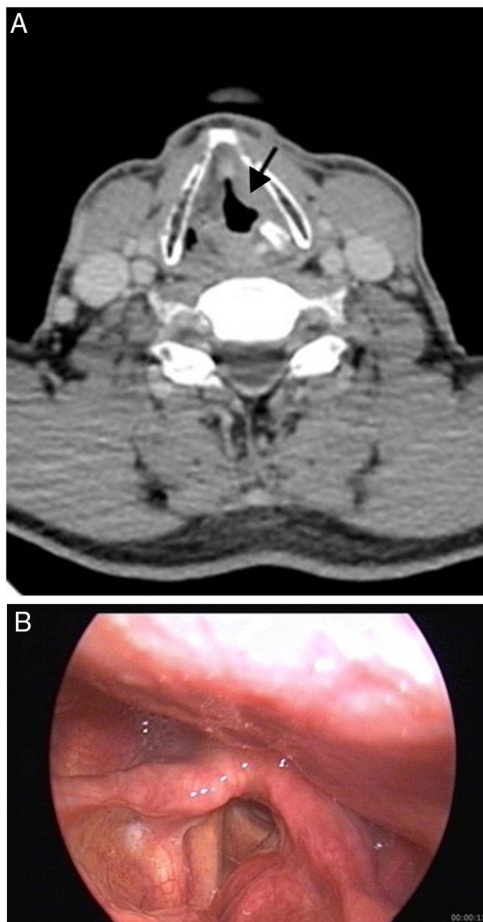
(A e B) homem de 61 anos com tuberculose pulmonar e laríngea. Imagem de TC realçada por contraste (A) mostra massa na banda ventricular esquerda (seta) e esclerose da cartilagem aritenóide esquerda. A imagem endoscópica (B) mostra uma massa na banda ventricular esquerda que se projetando na corda vocal esquerda.
